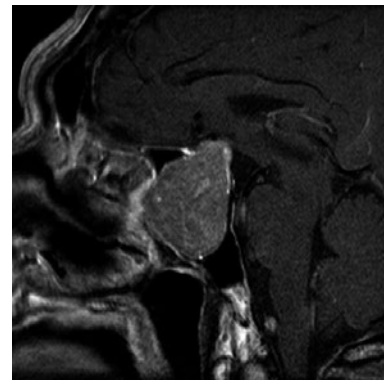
入院時頭部造影MRI. 下垂体 dynamic MRI T1W1 (造影後) 像. トルコ鞍から鞍上部にかけて視交叉を上方に圧迫する 44×36×22 mm 大の腫瘍を認め、内部は不均一な中等度の増強効果をみる病変であった。2007 年の MRI と比較しサイズ変化なく、下垂体腺腫が疑われた。
